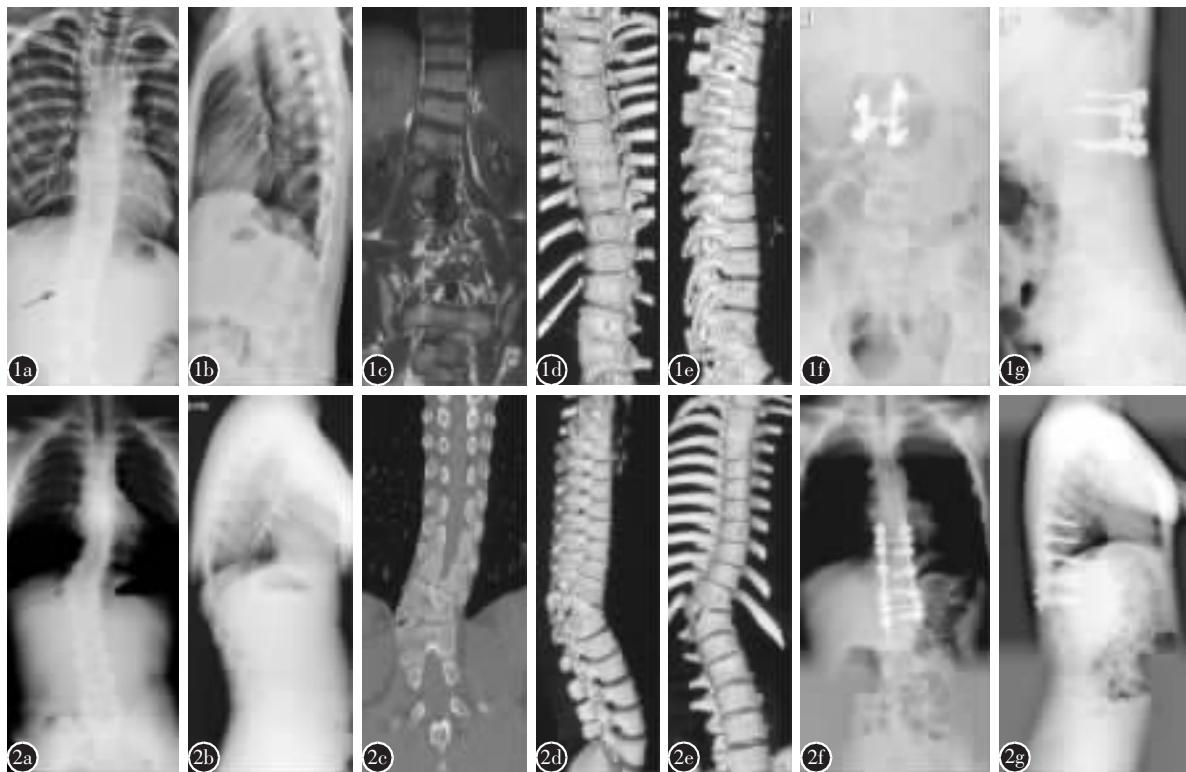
患者男性,11岁,T12、L1间半椎体畸形,单纯后路组 a、b 术前正侧位X线片示脊柱左侧凸,Cobb角32° c、d、e 术前MRI及CT三维重建示半椎体楔形底偏向背侧 f、g 术后1年正侧位X线片示内固定位置良好,Cobb角18°
